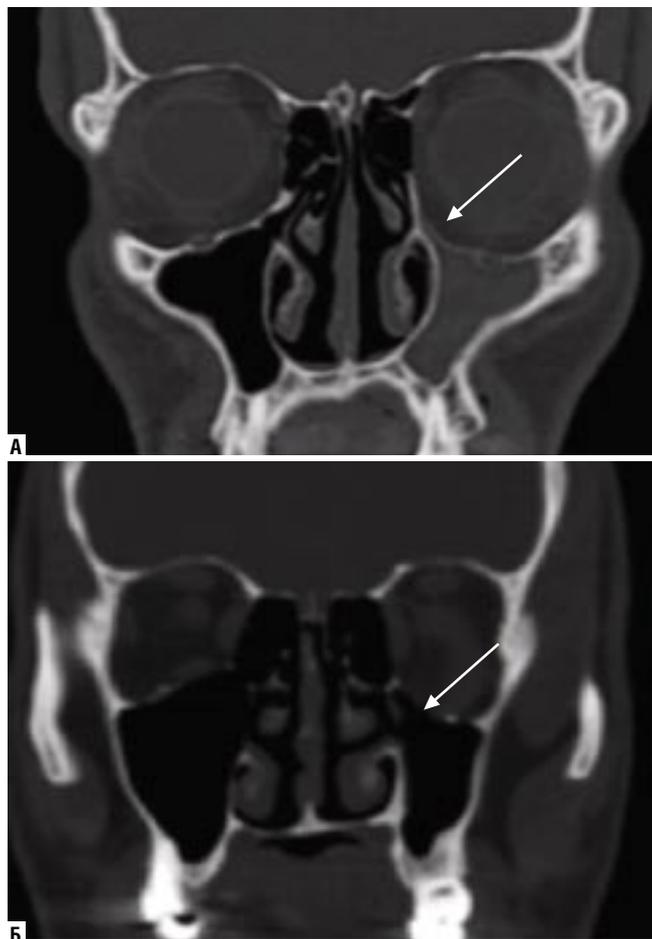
КТ пациента при синдроме «молчащего синуса». А – до операции; Б – через год после операции
